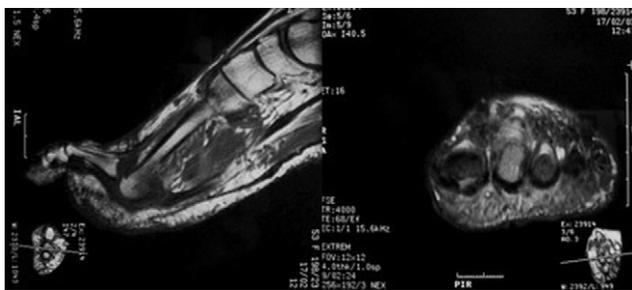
Imagen RM. Corte sagital, secuencia potenciada en T1, en 2.ª articulación MTF de pie derecho y corte axial, secuencia potenciada en T2, en articulaciones MTF de pie derecho. En ambas puede observarse la luxación de la articulación MTF, especialmente en el corte sagital.
